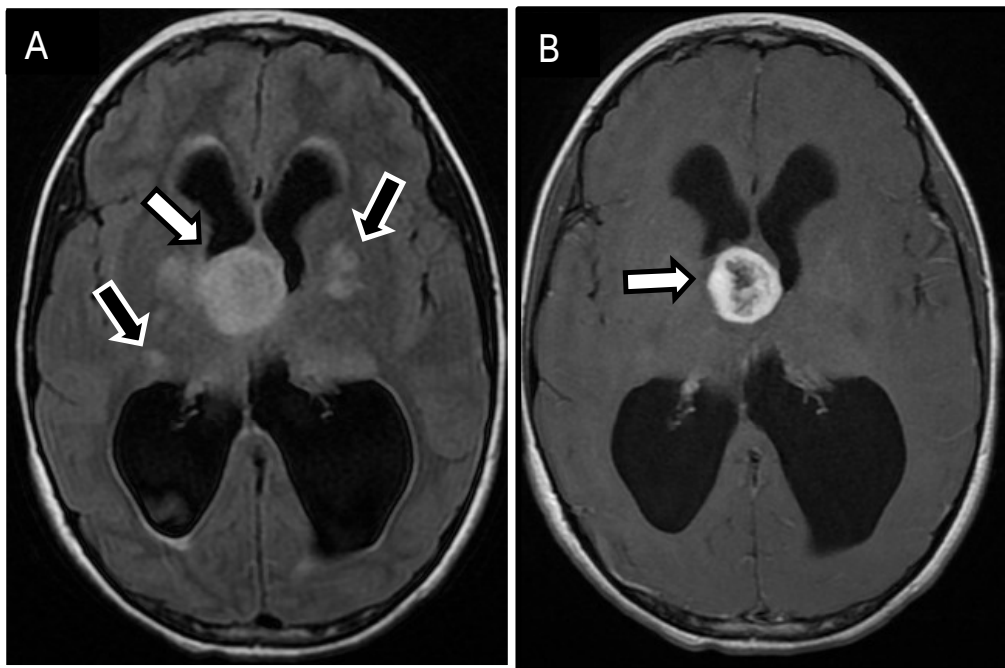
Patient âgé de 11 ans suivi pour NF1 et présente un syndrome d' HTIC. IRM cérébrale, coupes axiale en FLAIR (A) et en T1 avec injection de gadolinium. Lésion tissulaire sous épendymaire (↖) en regard du 3ème ventricule en hypersignal T2 FLAIR, rehaussée de façon hétérogène et annulaire après contraste et responsable d'une hydrocéphalie bi-ventriculaire active: Astrocytome sous épendymaire.
